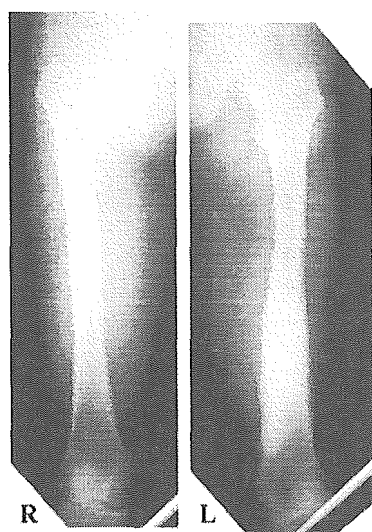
Anteroposterior radiographs of the femora obtained when the patient was 42 years old. Marked cortical thickening of the left femur was detected
